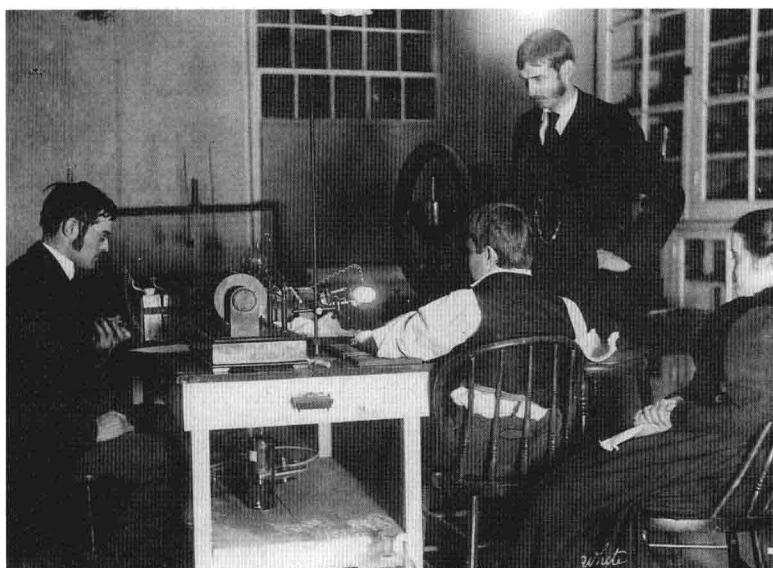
这幅图体现了早期X线检查的状况。注意是用怀表在测量曝光时间(左边),而且患者和观察者没有任何类型的防辐射防护。X线阴极球管(置于患者臂膀上方,他背对着摄影者坐着)借自Dartmouth大学的物理学院。虽然这台仪器已经出现毁损,但仍可以有效地显示患者的腕部结构。
